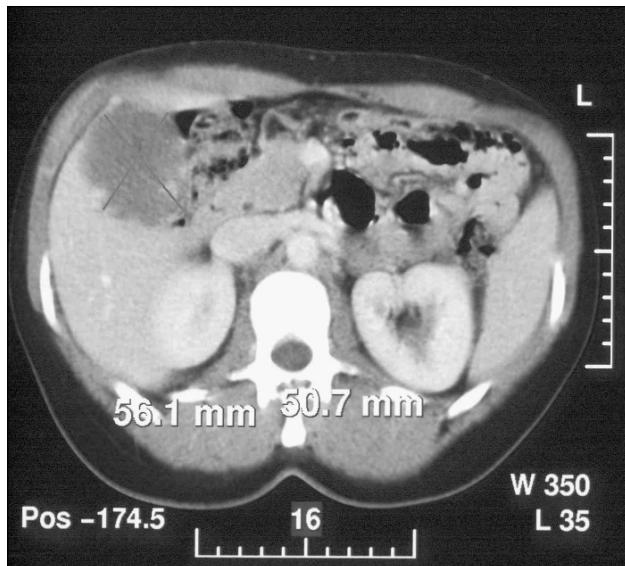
Спиральная компьютерная томография пациентки Е., 39 лет: гемангиома IV сегмента печени.
